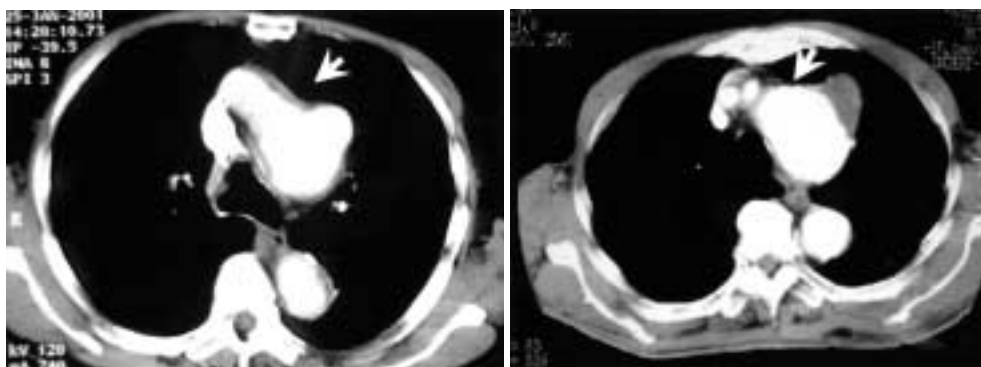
Retrospective findings of the CT scans of the patients suffering from the perioperative cerebral infarction (A) or not (B). White arrows indicate the transected lines. Severe atheromatous change of the aortic wall is detected at the transected line in A. A | B
